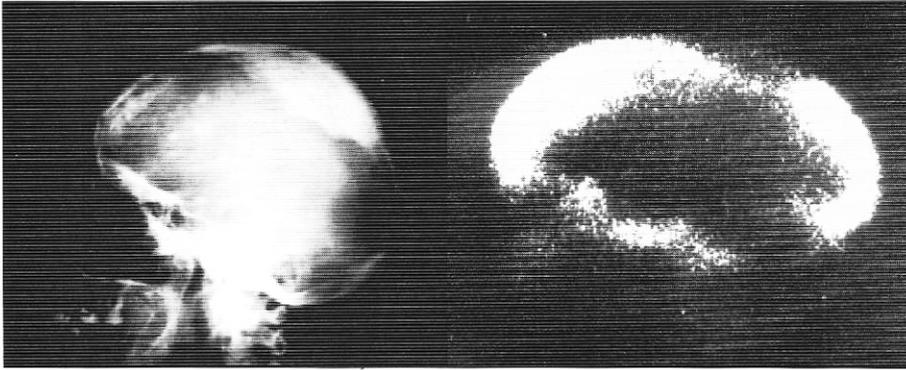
Caso 1. Radiografía simple de cráneo y gammagrafía correspondiente. En la primera se observa una extensa área de condensación en forma de casquete en el vértice del cráneo y pequeñas manchas densas en la región frontal. En la gammagrafía el casquete denso (esclerosis ósea tardía) se observa como una área de hipocaptación.
